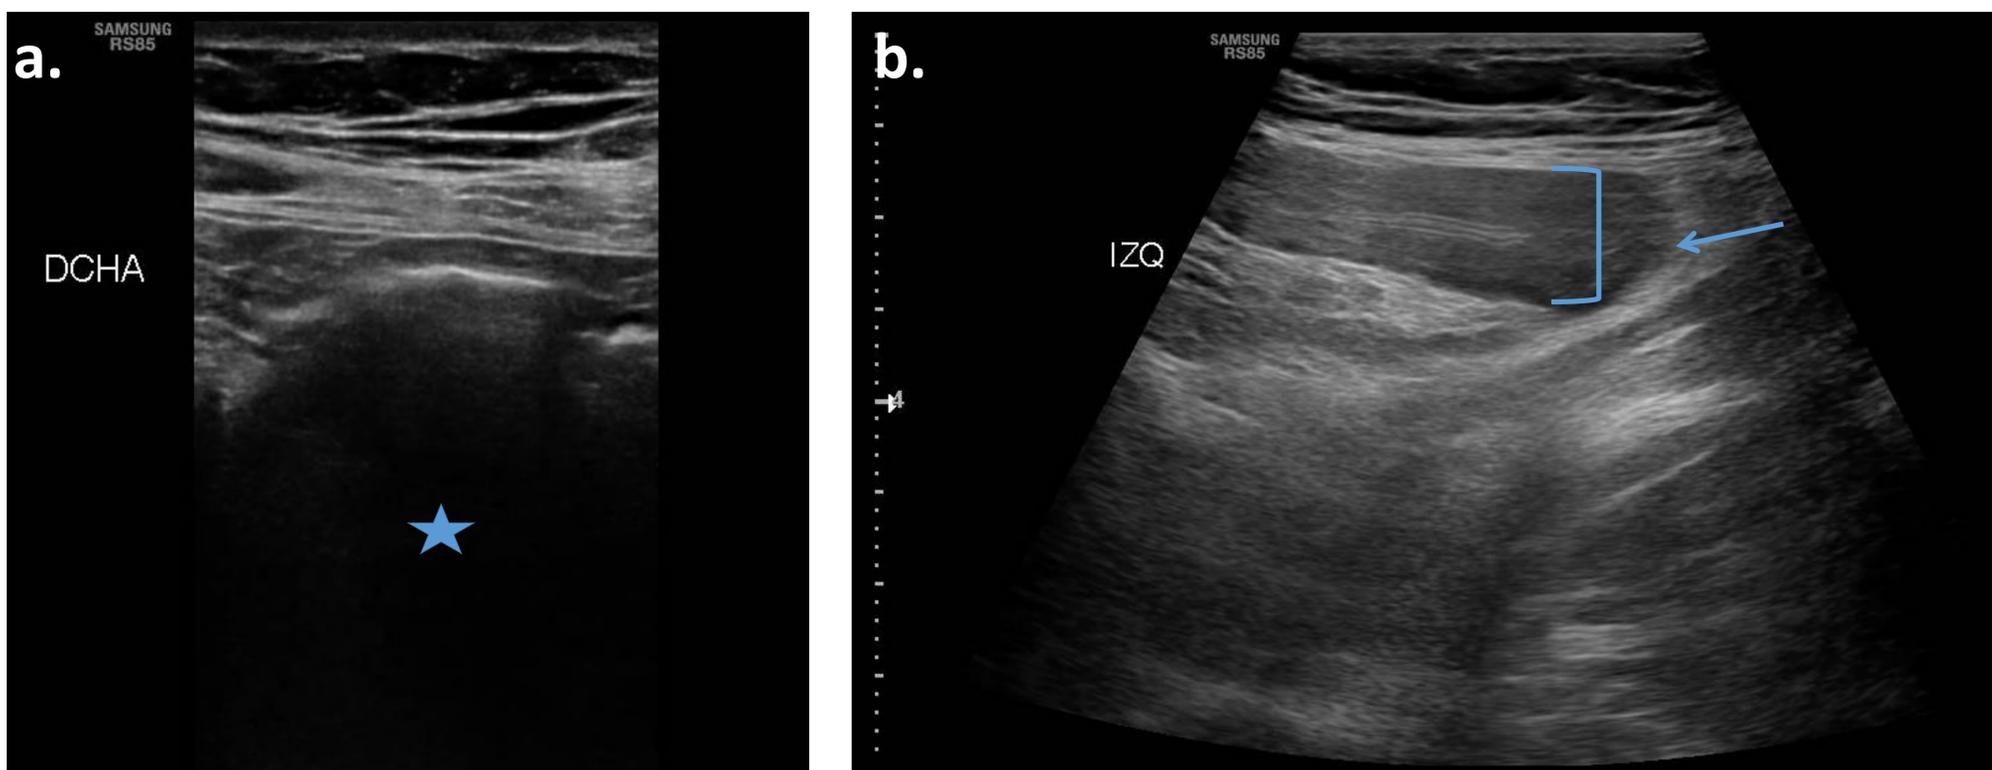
Mujer de 83 años a la que se realiza ecografía abdominal dirigida ante la sospecha de colitis isquémica por el médico petionario. Fig 7a . Aspecto normal en la ecografía del colon derecho con artefacto por la columna de gas (estrella). Fig 7b. Engrosamiento mural circunferencial completo (corchete) del colon descendente y transversal, asocia discreta hiperecogenicidad de la grasa circundante (flecha).
